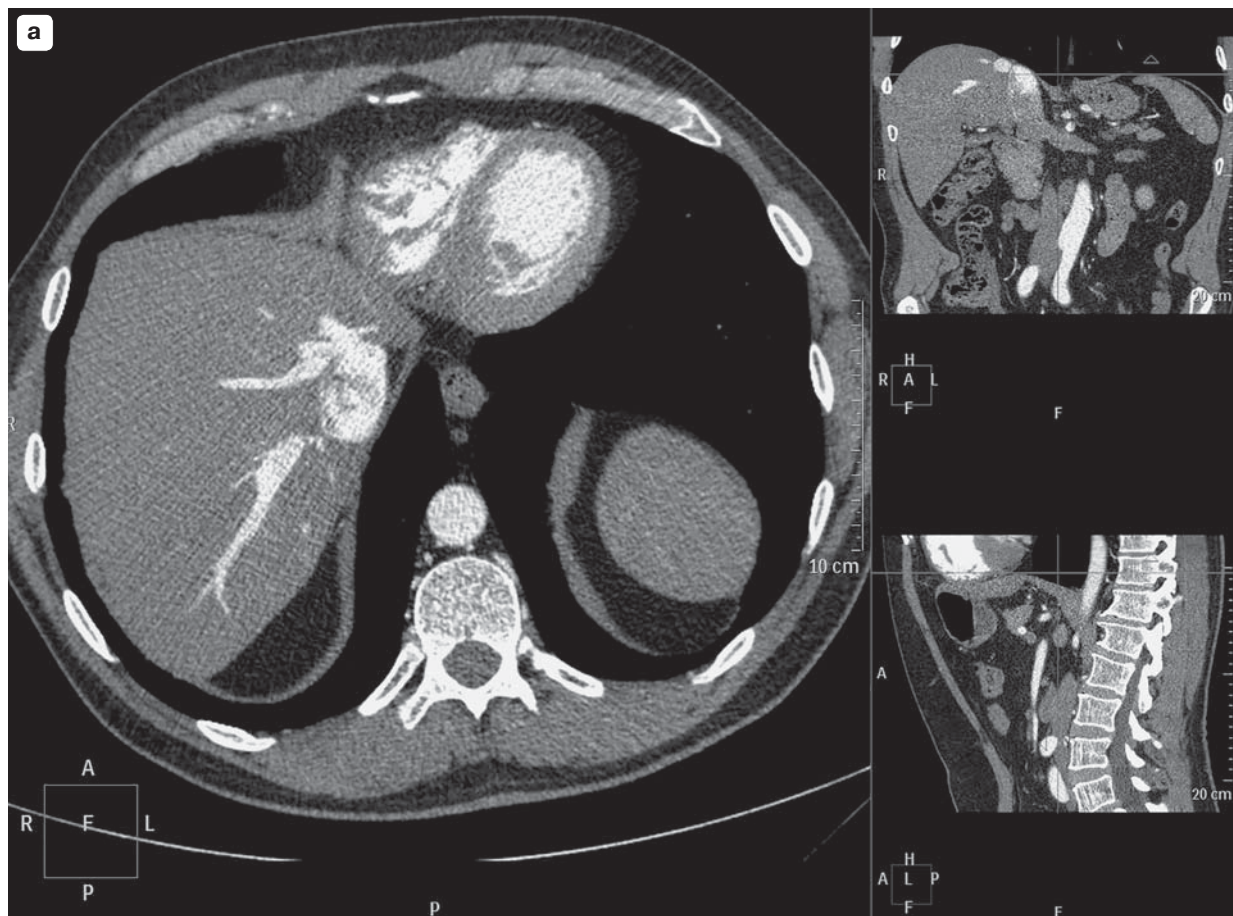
Абдоминальное МСКТ-исследование.
